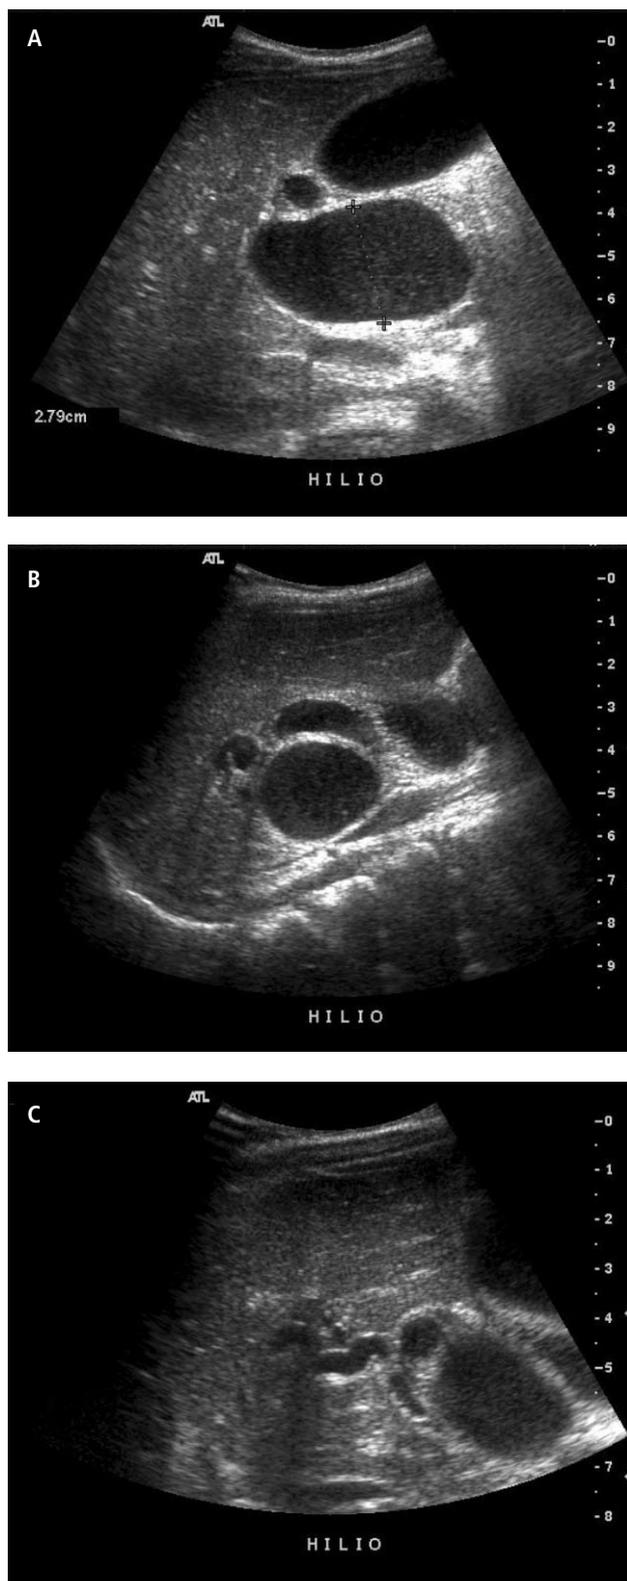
Ultrasonografía de abdomen muestra formación quística en el hilio hepático (A) Adyacente al margen hepático se reconoce una segunda estructura tubular, tortuosa (B) con ductos dilatados que se insinúan a nivel intra-hepático (C).
